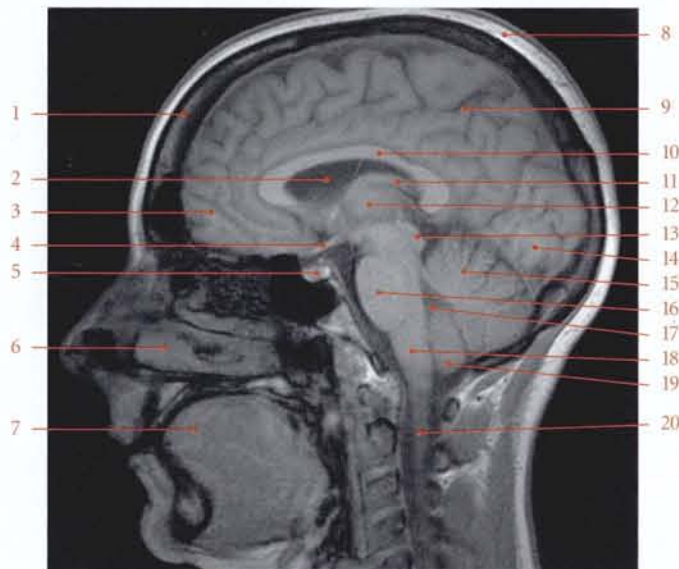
Imagerie par résonance magnétique (IRM) de la tête (coupe sagittale paramédiane) (cliché Dr Th. Diesce)
